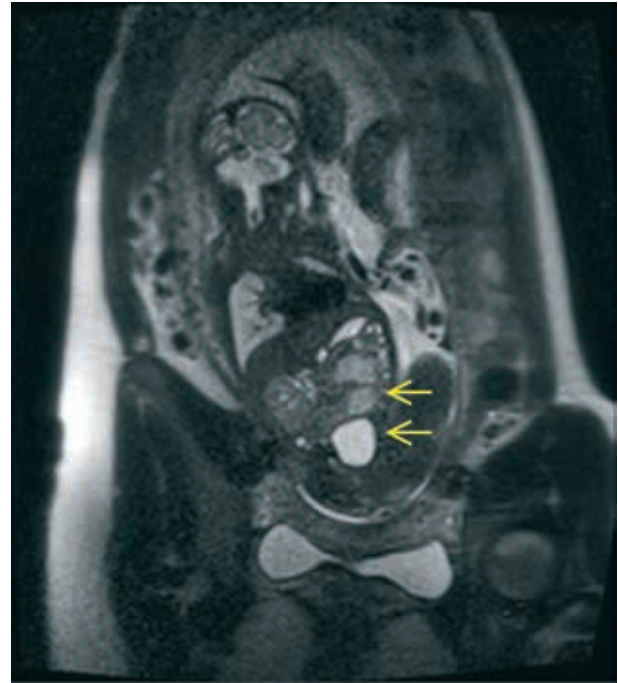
Imagen de RM en secuencia T2 de gestante correspondiente al Caso 2 en semana 31. Plano coronal fetal donde se observan asas intestinales dilatadas con contenido (flechas).
